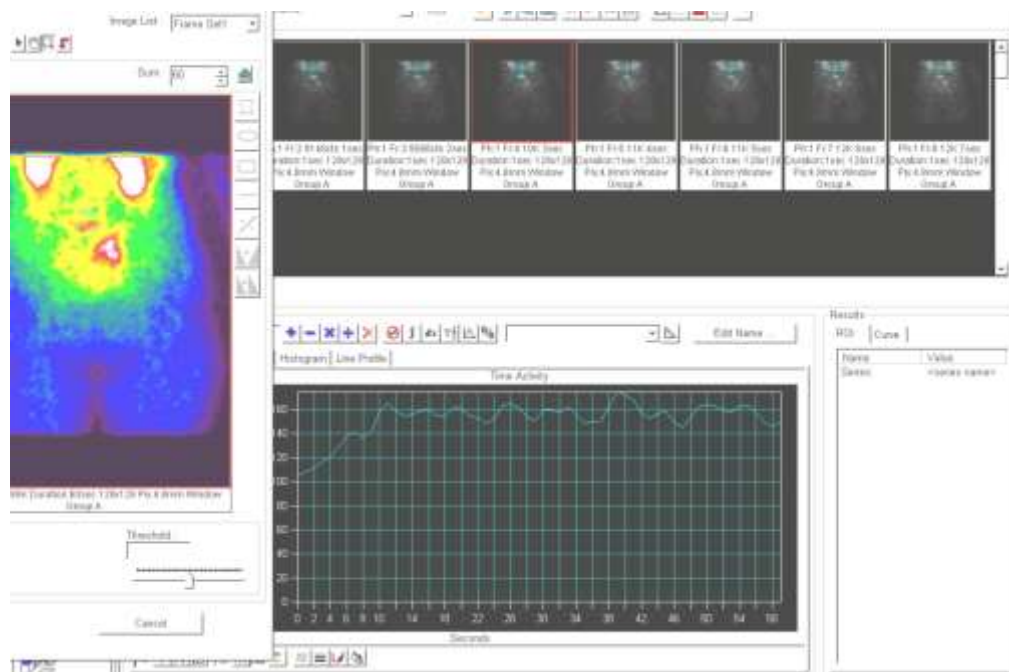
Сцинтиграми та ангіограми, отримані при проведенні радіонуклідної ангіографії з ^{153}Sm оксабіформом
